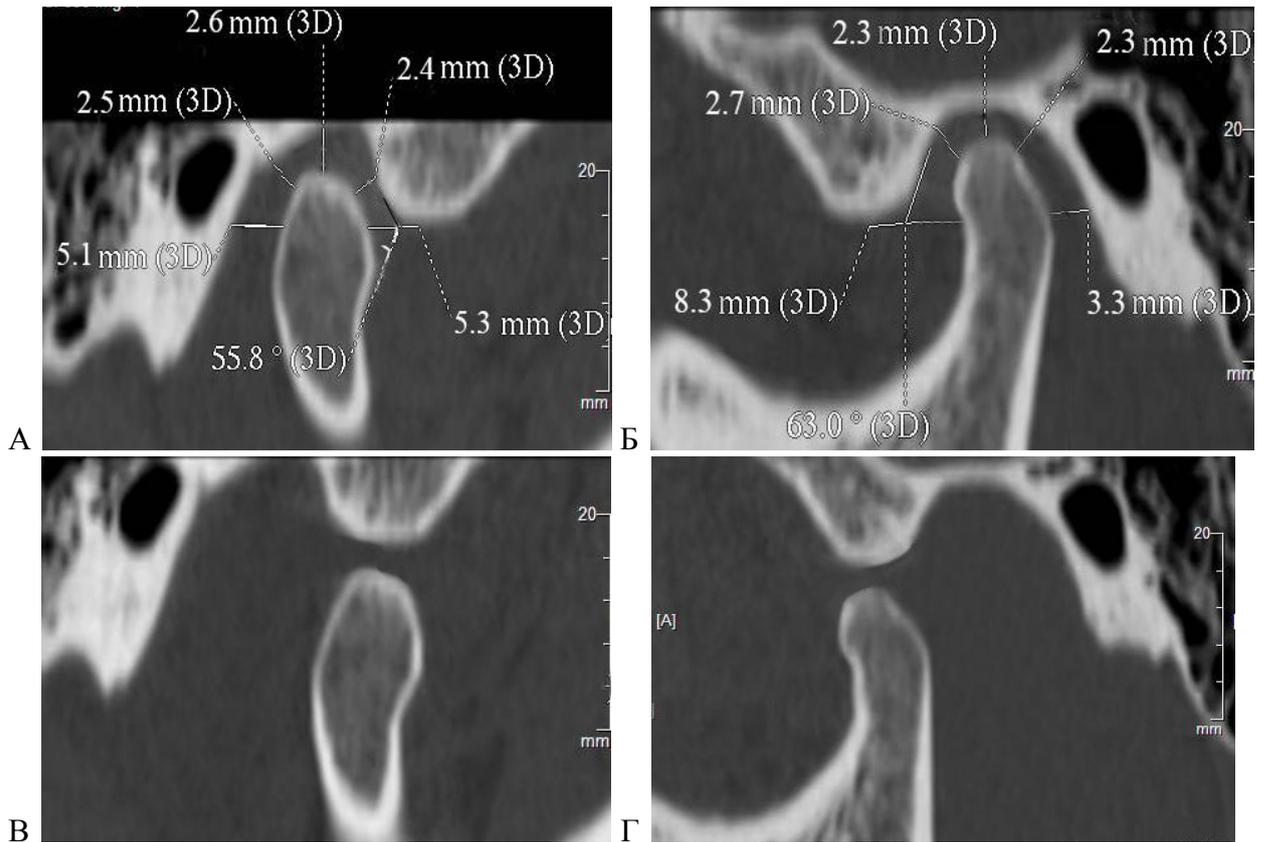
СКТ – реформаты ВНЧС в сагитальной проекции с закрытым и открытым ртом после лечения пациентки К., 24 лет, история болезни № 57:
